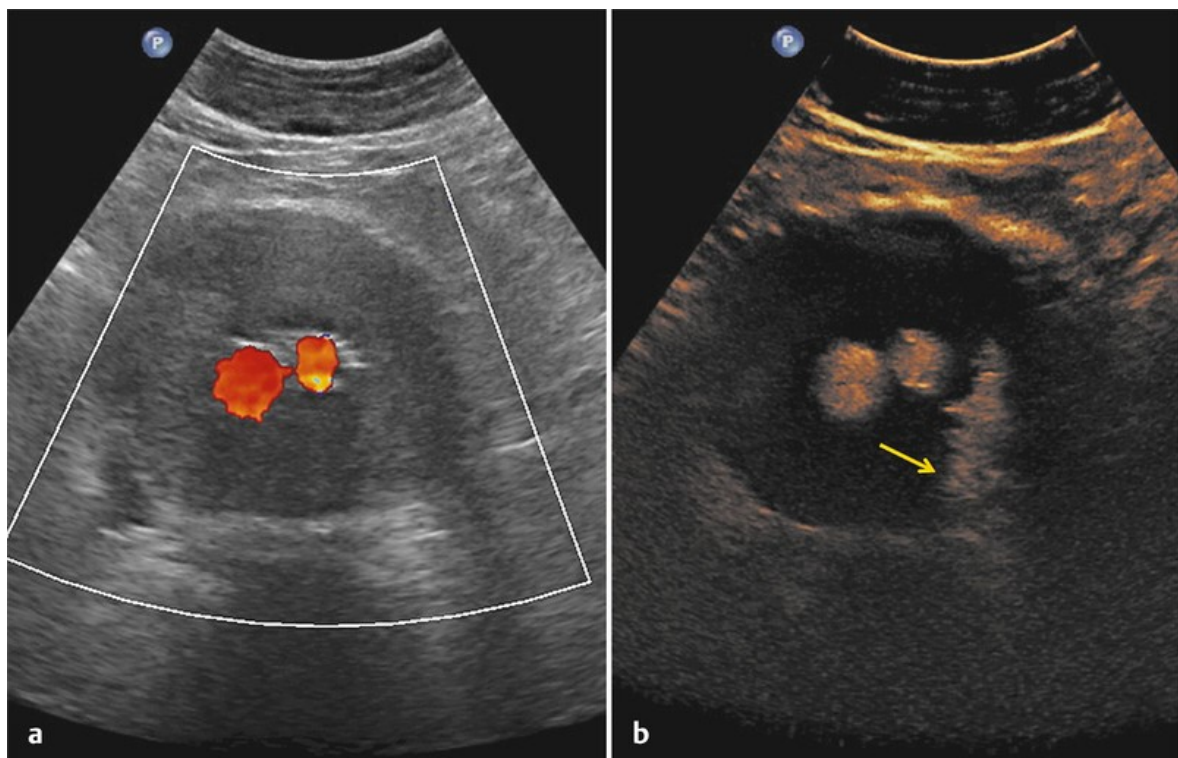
Endoleak im Farb-Doppler-US und CEUS. Im Farb-Doppler-US (Bild a) Endoleak nicht detektierbar, im CEUS eindeutiger Nachweis von Ultraschallkontrastmittel im Aneurysmasack (Bild b, gelber Pfeil). Quelle: Modifiziert nach Zimmermann H, Reiser M, Meimarakis G, Paprottka P, Clevert DA. New applications and Indications for Contrast-Enhanced Sonography in Endovascular Aortic Repair. Zentralbl Chir 2015; 140: 500-506
